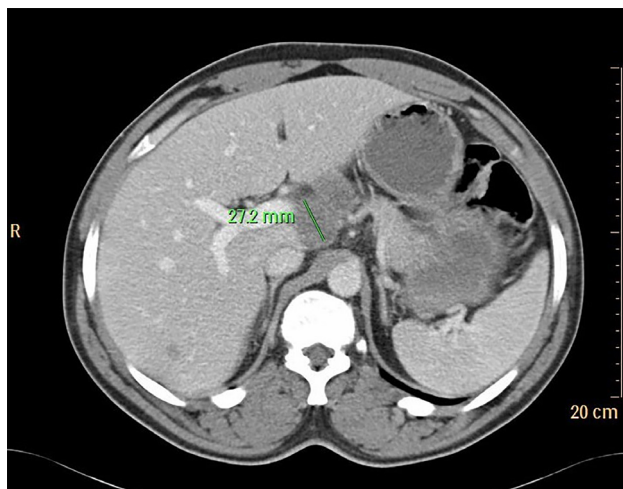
TC de abdomen donde se observa conglomerado de adenopatías a nivel de hilio hepático.
